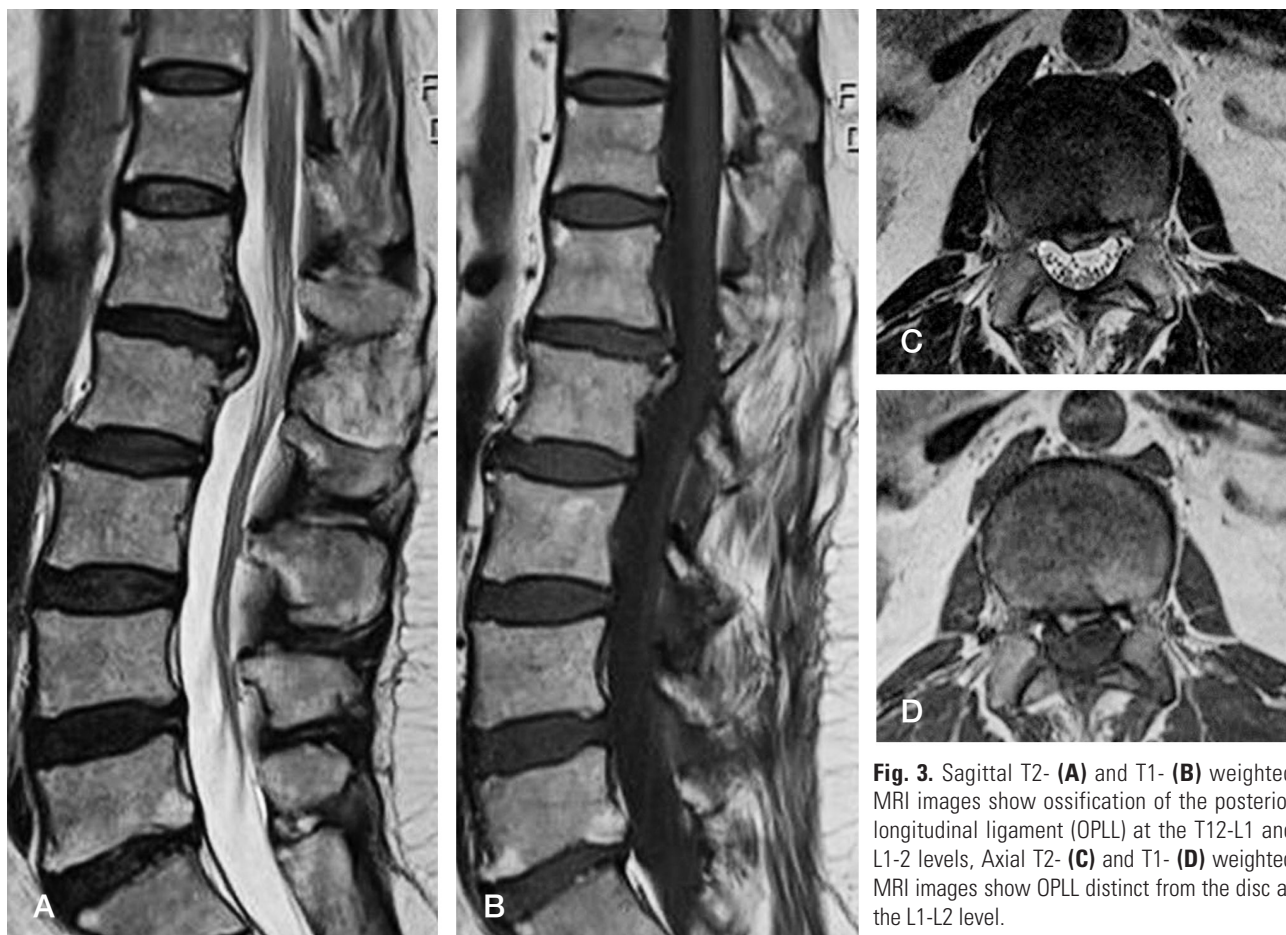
Sagittal T2- (A) and T1- (B) weighted MRI images show ossification of the posterior longitudinal ligament (OPLL) at the T12-L1 and L1-2 levels, Axial T2- (C) and T1- (D) weighted MRI images show OPLL distinct from the disc at the L1-L2 level.
